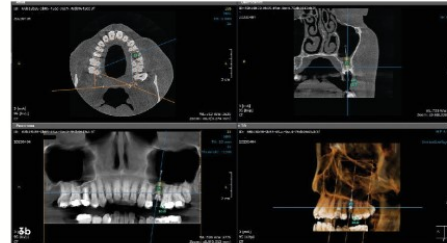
Ausgangssituation. – Abb. 3b: OP-Planung mittels DVT. – Abb. 3c: Implantation nach internem Sinuslift. – Abb. 3d: Röntgenkontrolle post operationem. – Abb. 3e: Prothetische Versorgung. – Abb. 3f und g: Interne Sinusbodenelevation.
